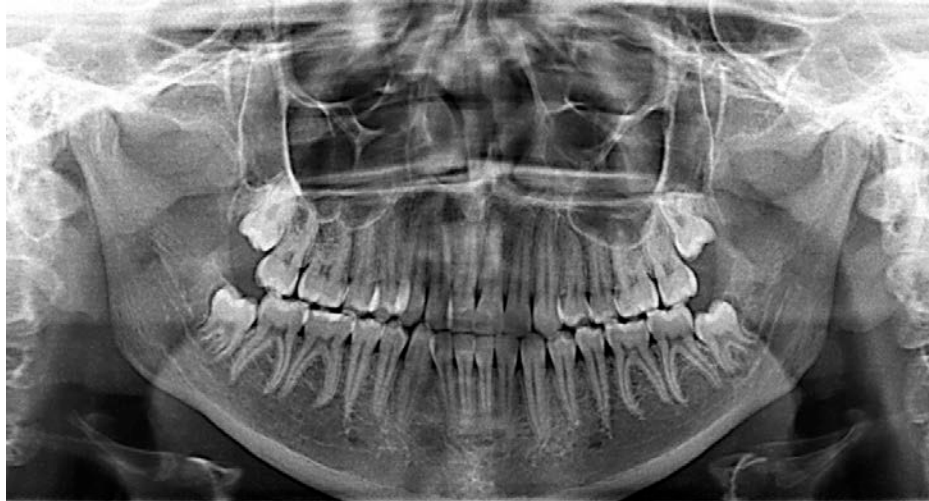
Ортопантомограмма пациентки Т.Д.
